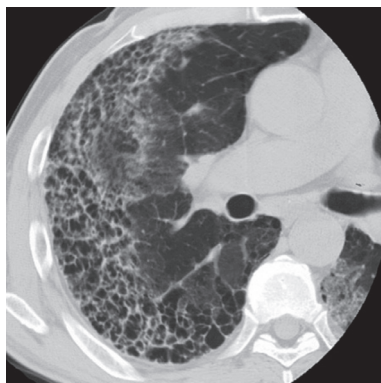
Бронхиолоальвеолярная карцинома [26]. Компьютерная томография высокого разрешения выявляет периферические ячеистые и диффузные матовые помутнения, напоминающие Covid-19.
